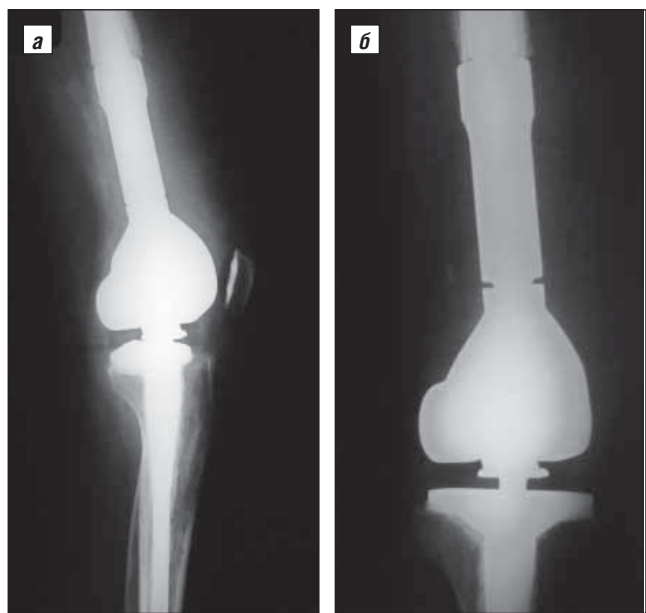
Та же больная; рентгенограмма тотального эндопротезирования КС онкопротезом Biomet OSS; а – боковая проекция, б – прямая
